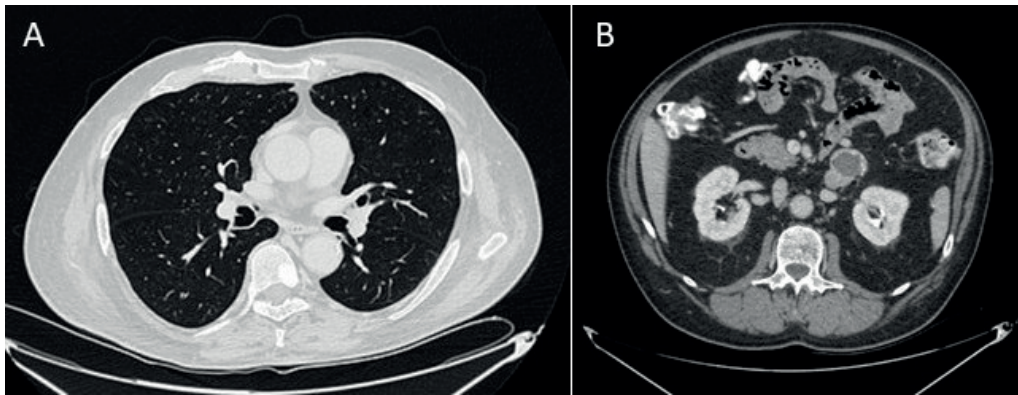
Tomografía computada de tórax y abdomen. A. Imagen focal densa de aspecto blástico en el cuerpo vertebral de T7. B. Lesión en glándula adrenal izquierda heterogénea con calcificaciones periféricas, realce periférico con contraste y centro hipodenso.
